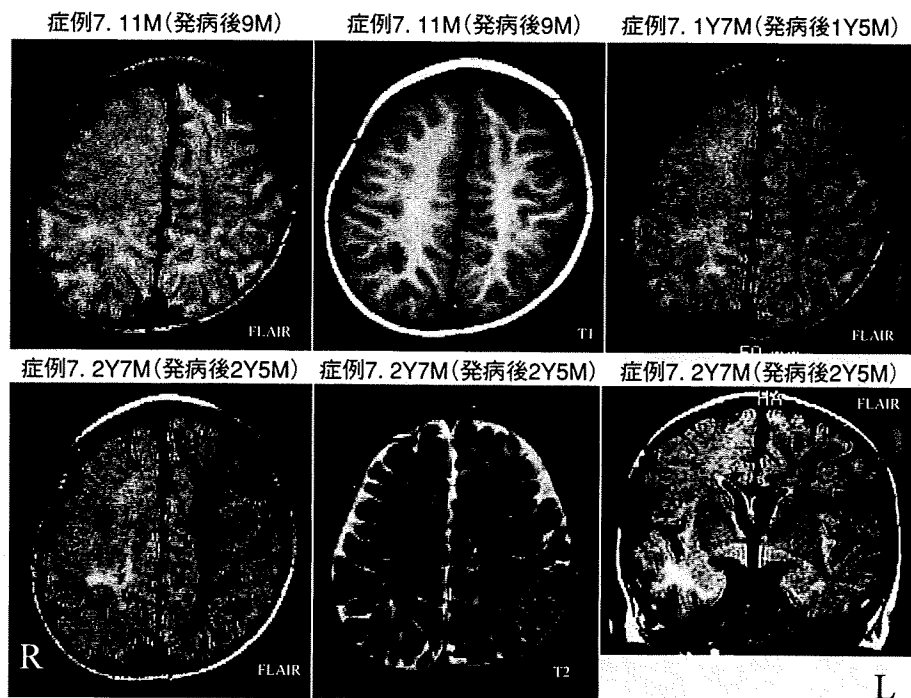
Rasmussen 症候群症例の MRI 経過
